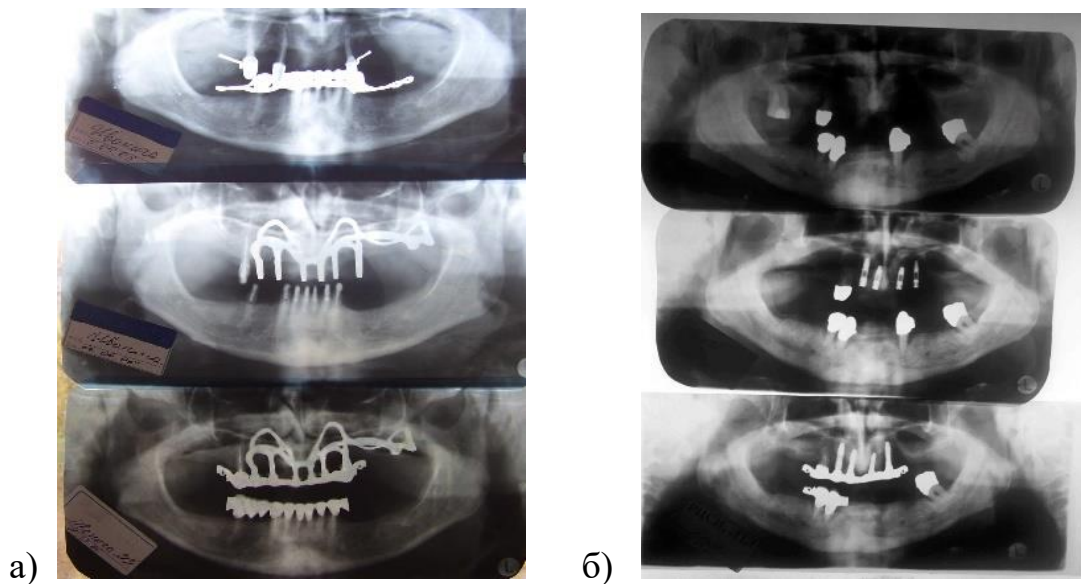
Ортопантомограми (від початку до закінчення лікування) контролю етапів реабілітації стоматологічних хворих зі значною атрофією альвеолярного відростка фронтальної ділянки верхньої щелепи за допомогою: а) субперіостального та б) внутрішньокісткових імплантатів.
